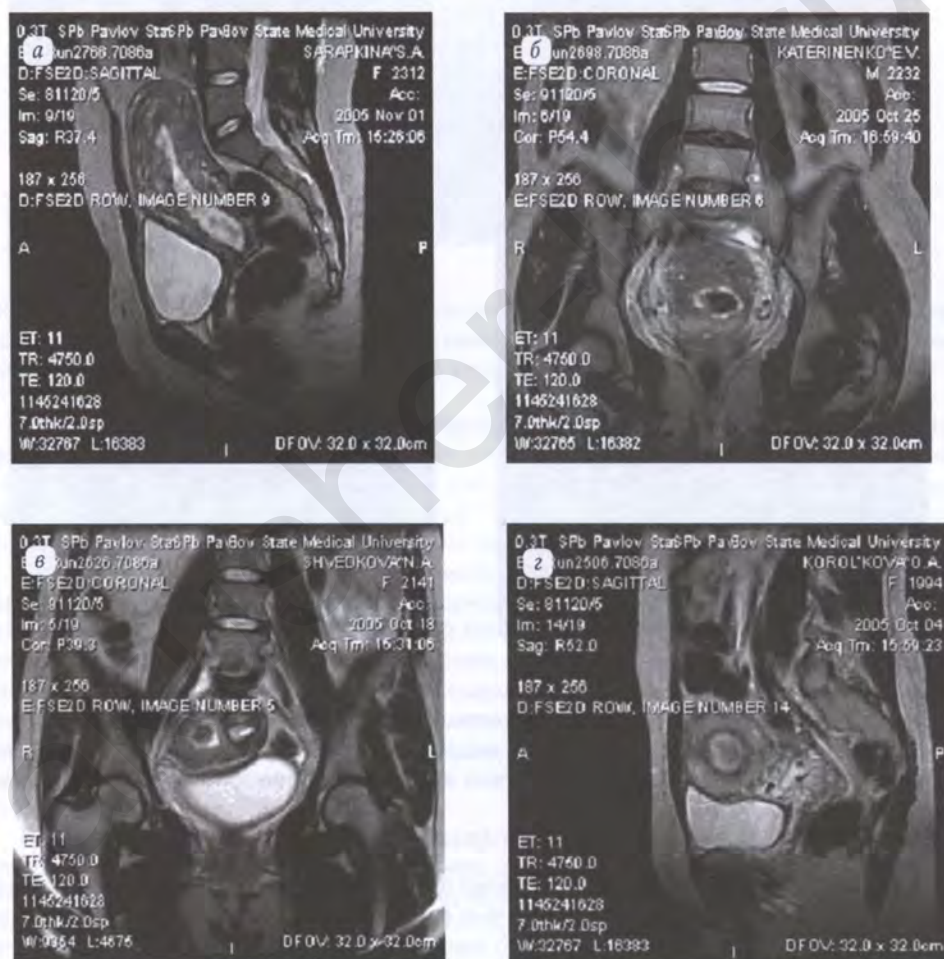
МР-томограммы матки при субинволюции (5–6-е сутки пуэрперия, T2 В1):
